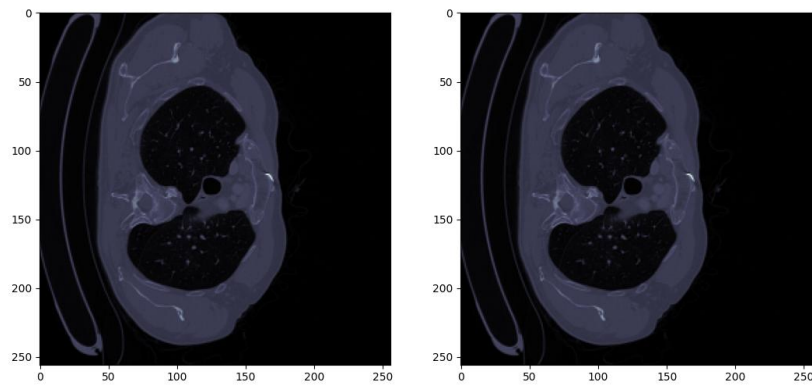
Figure I I I -1: Image de TDM d'un cas normal de la base de données DMC
